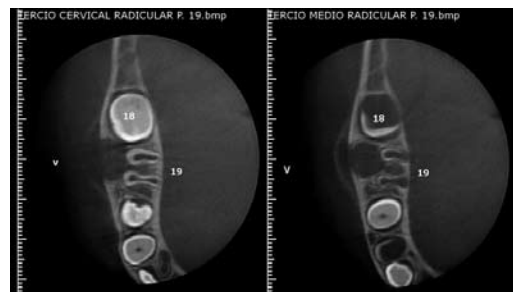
Cortes axiales de CBCT. Se observa área osteolítica corticalizada que provoca expansión de la tabla ósea vestibular, a nivel del tercios medio y cervical radiculares.
